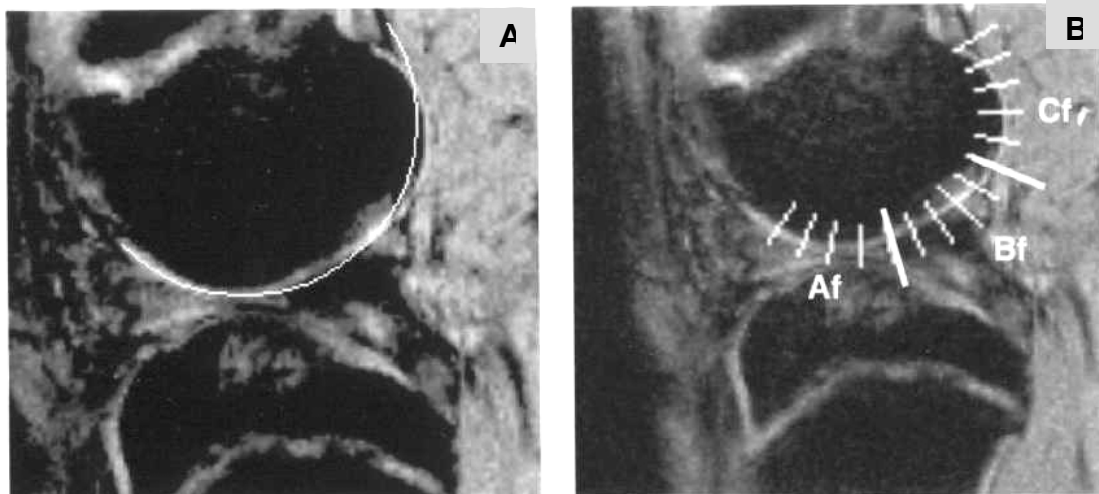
RM de rodilla. El grosor del cartílago se determinó en las imágenes sagitales de eco de gradiente del compartimento medial de la rodilla. A: La computadora definió una semicircunferencia tangente a la superficie articular del cóndilo femoral. B: Las variaciones de intensidad de señal de la superficie articular se recogieron en 15 líneas perpendiculares a ésta, que se correspondían con los radios de la semicircunferencia. Los datos de grosor del cartílago se analizaron de forma independiente en tres sectores iguales (anterior=Af; medio=Bf y posterior=Cf) de la semicircunferencia.
